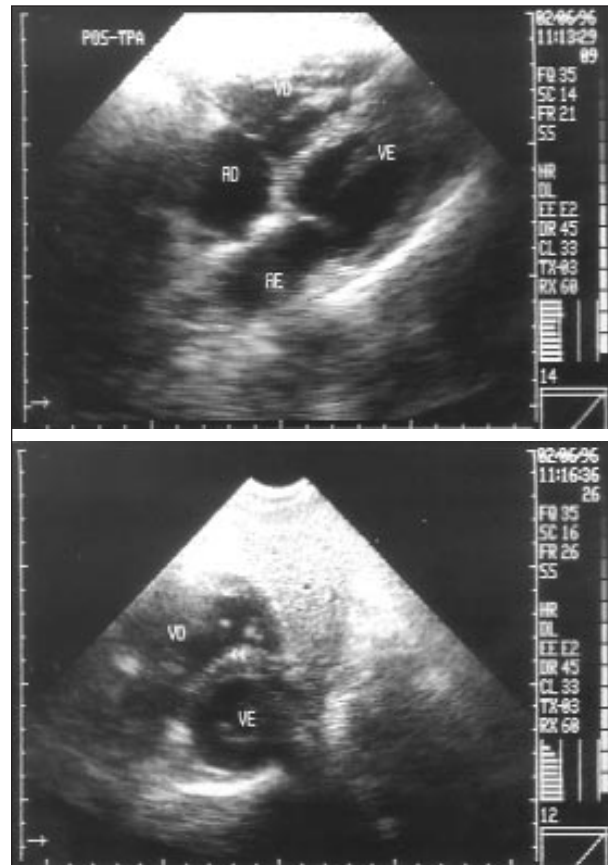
Ecodopplercardiograma 12h após o trombolítico. Acima corte subcostal quatro câmaras demonstrando regressão da dilatação de câmaras direitas e desaparecimento da massa em átrio direito; Abaixo corte paraesternal eixo transversal ao nível dos ventrículos, demonstrando redução da cavidade do ventrículo direito e normalização da morfologia do septo interventricular (seta). AD- átrio direito; VD- ventrículo direito, AE- átrio esquerdo; VE- ventrículo esquerdo
